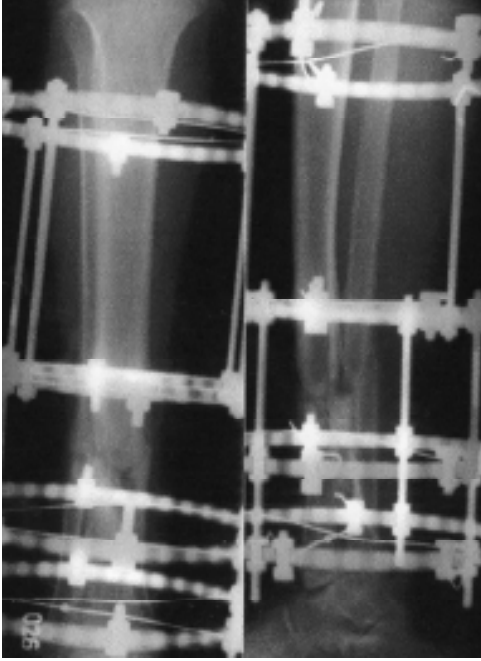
Hastanın ameliyat öncesi grafisi
